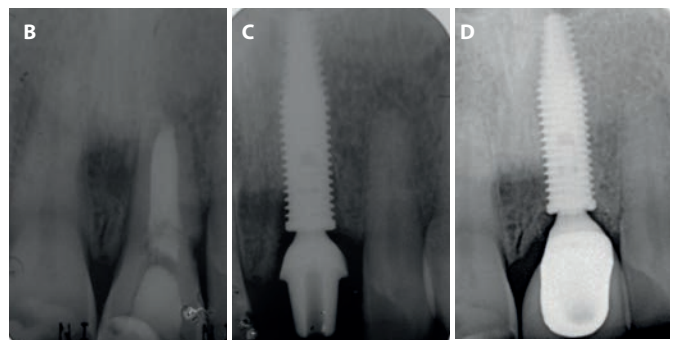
Aspecto inicial do dente 21. (A) Vista clínica frontal; (B) Radiografia periapical antes da exodontia; (C) Radiografia periapical após a instalação do implante. Acompanhamento radiográfico (D) e clínico (E) do caso após 2 anos e 11 meses da instalação de implante na região do dente 21. O implante foi instalado imediatamente após a exodontia do elemento dentário e submetido a provisionalização imediata.
